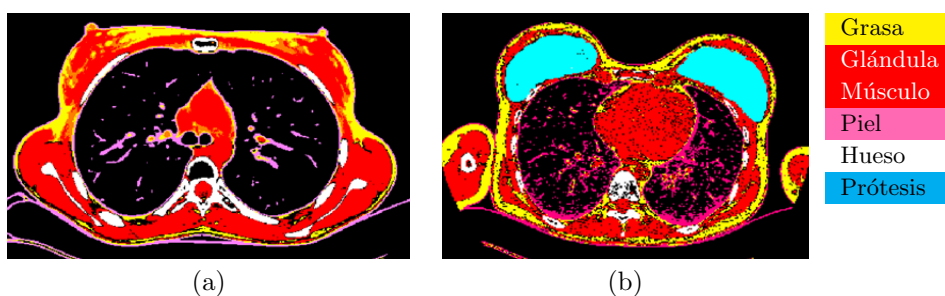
Segmentación manual de tomografías TAC. (a) Antes de la mamoplastia de aumento. (b) Después de la intervención.
